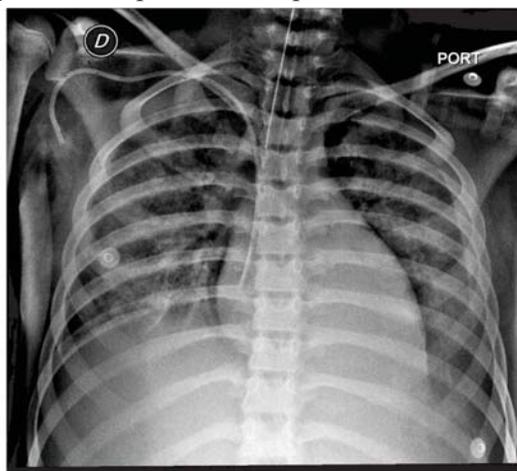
Radiografía de tórax en la que se observa opacidad parahiliar difusa de apariencia retículo nodular con derrame pleural subyacente.
